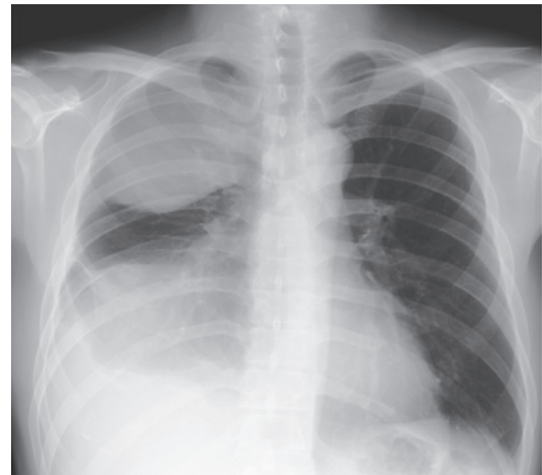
A chest X-ray film on admission showing a mass in the right upper lung field and a hypolucent area in the right lower lung field.
